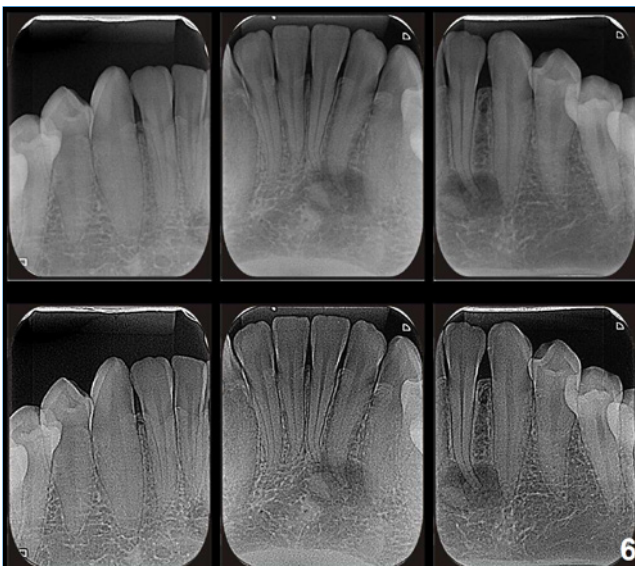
Radiografias periapicais que destacam a fase intermediária da DCP, com aumento relevante da calcificação no interior da lesão (2015).
